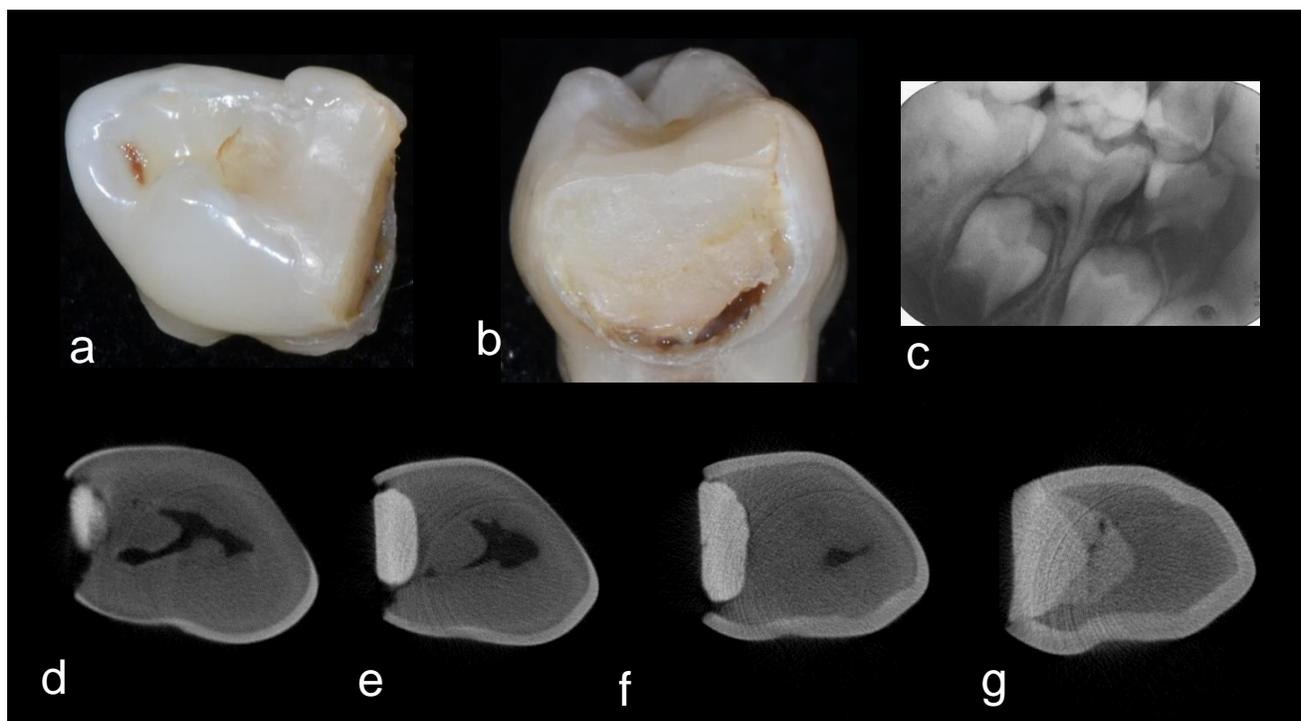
Dente 84, com restauração ocluso-distal após RSTC: em (a) e (b), fotografias digitais; em (c), radiografia de 19 meses de acompanhamento; em (d), (e), (f) e (g), cortes transversais obtidos através de Micro-CT, mostrando adaptação do material restaurador da porção mais cervical (d) para a mais oclusal da restauração (g).
